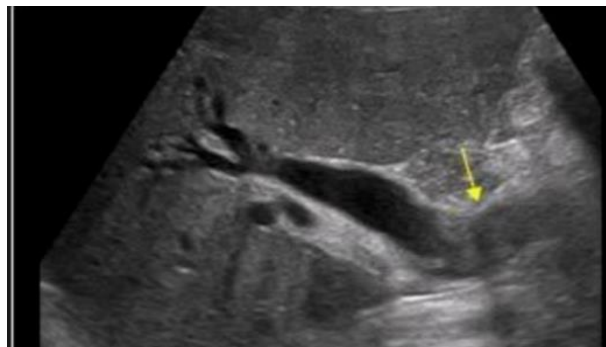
胆管细胞癌。乳头腺瘤和肝外胆管细胞癌通过支架引流，很容易通过超声显示出来。这名患者在中风后出现严重功能障碍（拒绝手术），通过内镜乳头切除术治疗了乳头腺瘤，并随访了 8 年多，最终发展为癌。
